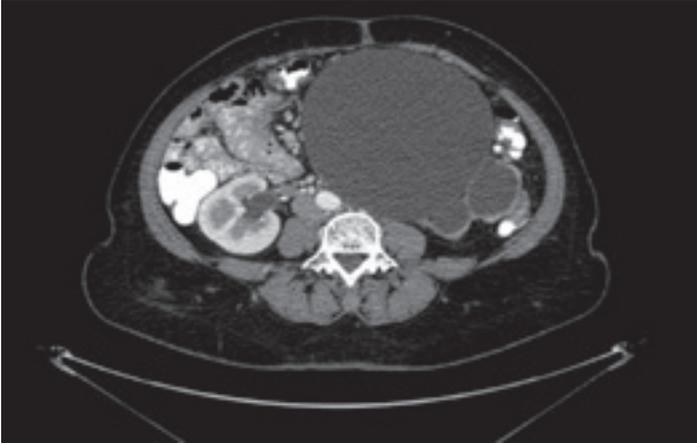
TAC abdominal con contraste
